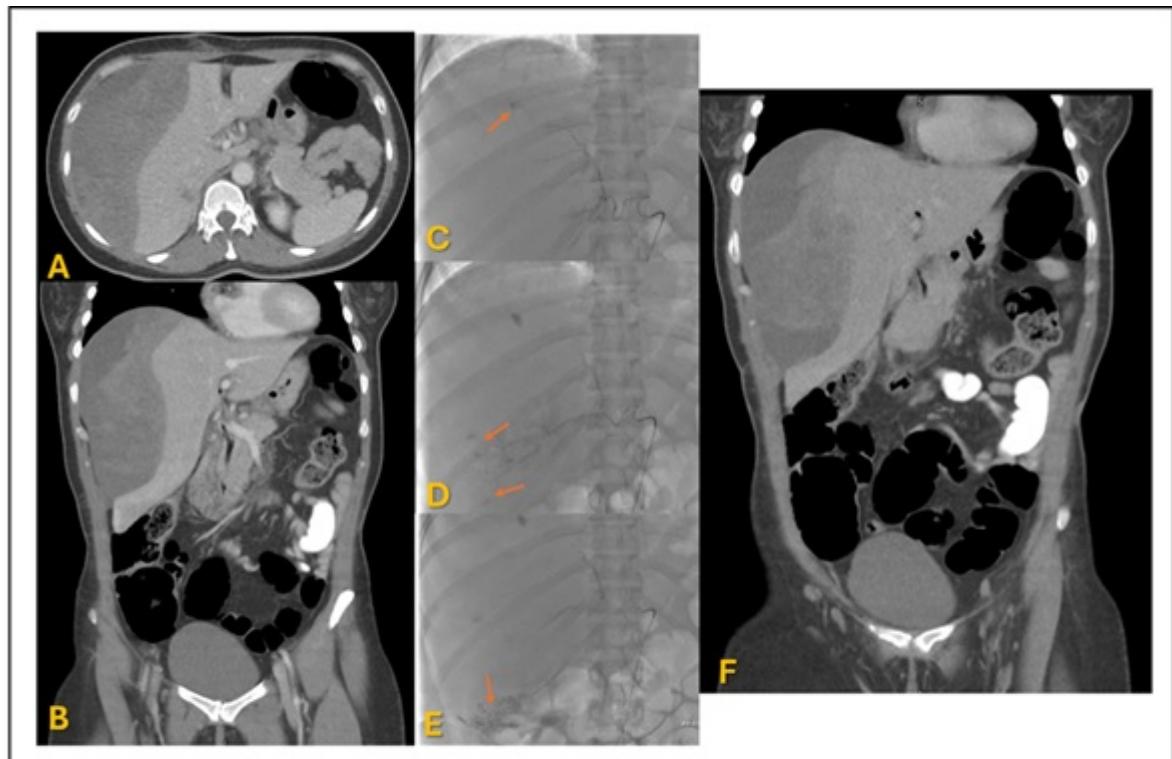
A y B: TAC urgente con hematoma agudo en lóbulo hepático derecho. C, D y E: angiografía urgente, señalados con flechas los distintos focos de sangrado arterial activo. F: TC al mes, con hipertrofia compensatoria del lóbulo hepático izquierdo.
